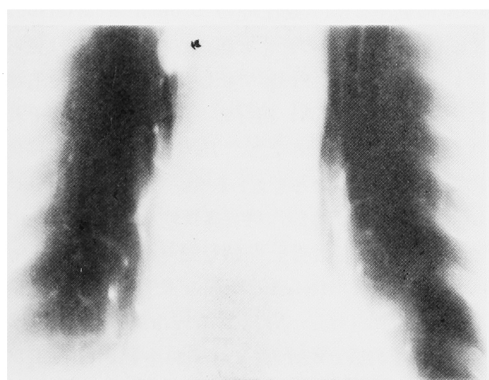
Recurrence of pulmonary metastasis was detected by chest tomography on May 1983
